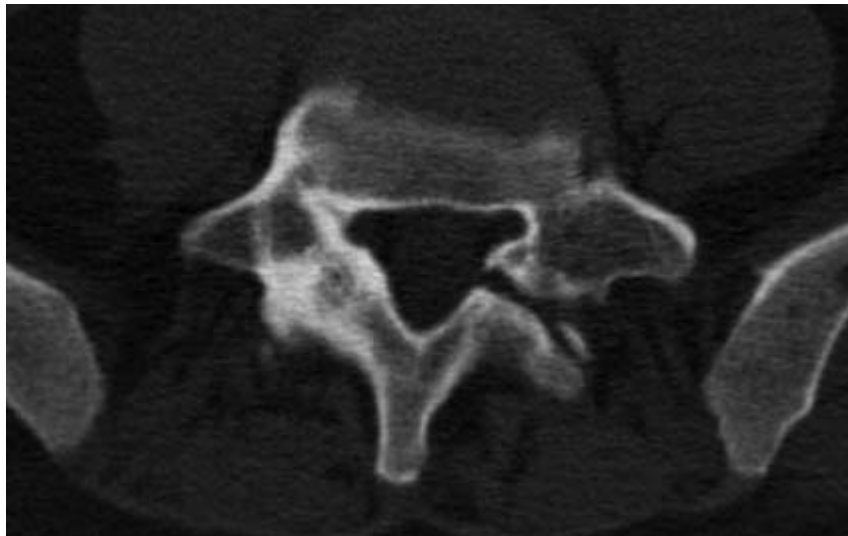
Aksiyal BT kesitinde L5 vertebra sol pars interartikulariste lizis görünümü ve karşı pars interartikularis ve lamina ekspansiyon ve skleroz izlenmektedir.
